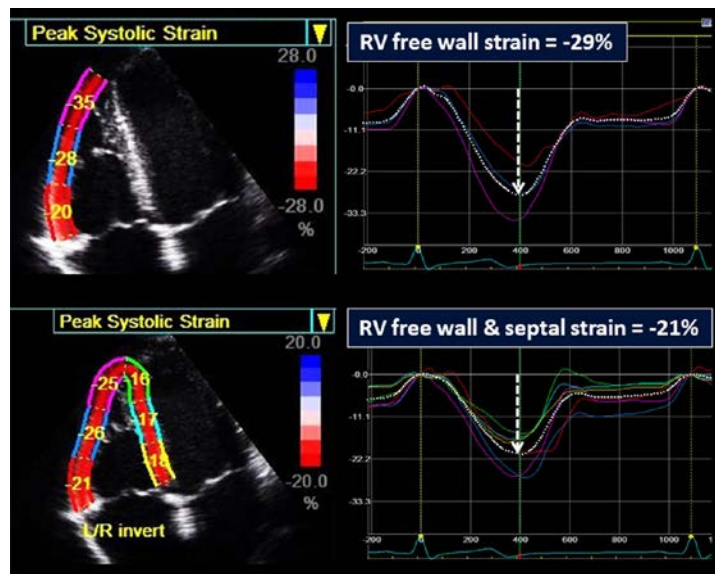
，二维斑点追踪超声显像（2D STE）测量右室收缩应变。上图示对右室游离壁三个节段应变值进行平均，计算右室游离壁“整体”应变。下图示在心尖四腔心切面，对右室游离壁三个节段和室间隔三个节段共六个节段的纵向应变值平均，计算右室“整体”纵向应变。注意，右室（游离壁，译者添加）纵向应变的绝对值较室间隔和游离壁平均值显著增高。除非能建立统一的标准，右室纵向应变需要考虑到方法学，生产厂商和具体方法的正常值不同而产生的差异。
